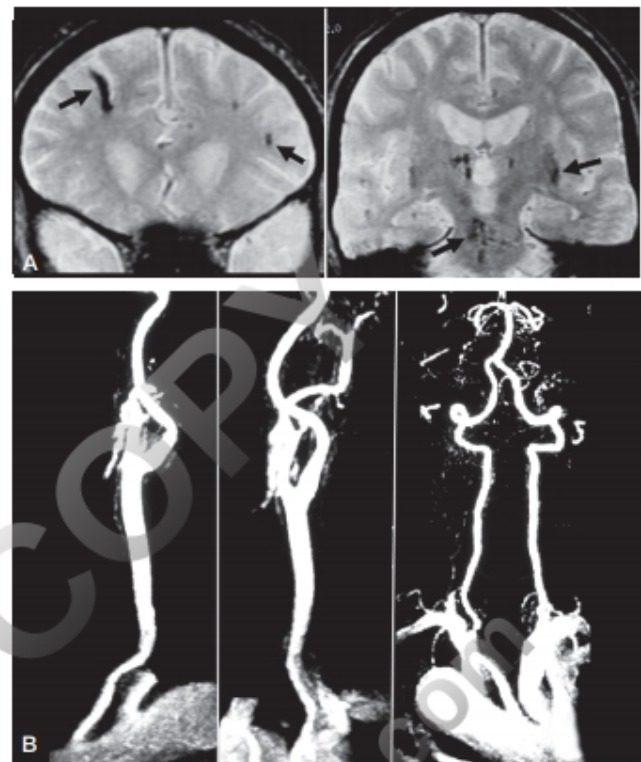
Vasculopatía de pequeños vasos de la hipertensión (probable arteriolosclerosis). A. RM. La lesión de los pequeños vasos da lugar a diminutos infartos subcorticales, en ganglios de la base y en el tronco cerebral, que contienen hierro en la secuencia de eco de gradiente. B. Angio-RM. Los grandes vasos no tienen lesiones ateroscleróticas.
